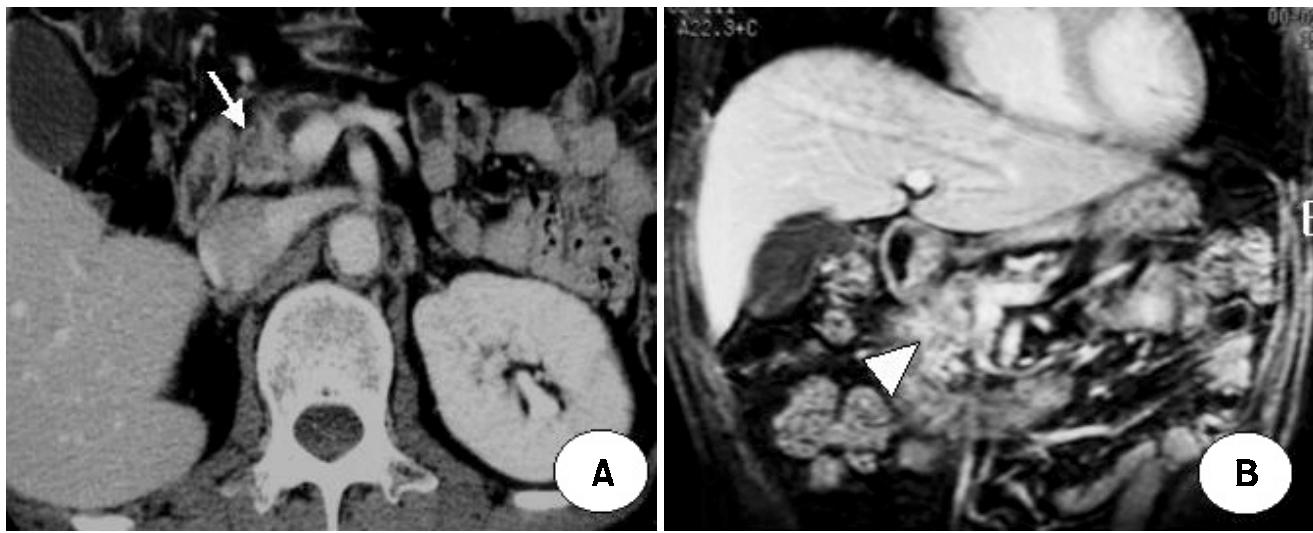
Comparing with previous MRI, pancreatic head mass was decreased 2.5×3 cm size (white arrow). Abutting duodenum and SMV, portal vein confluent level, possibly short segment vessel invasion (white triangle). There is no lymph node metastasis.
